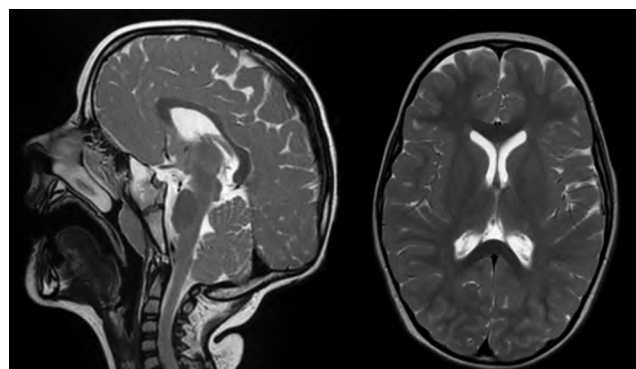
МРТ головного мозга пациентки в возрасте 2 лет.
